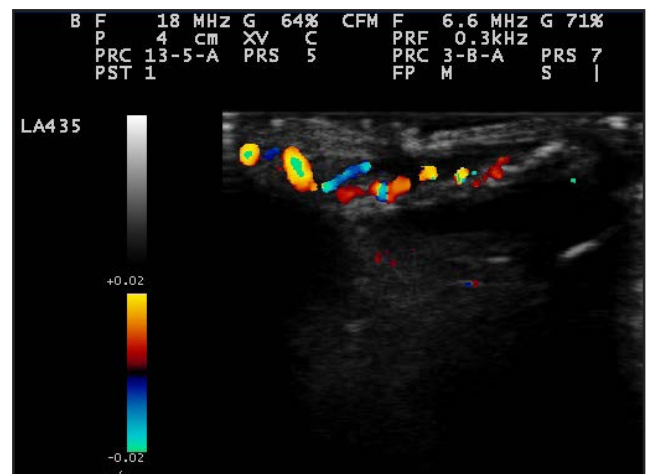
Ecografía de la uña psoriásica. Se observa un aumento de vascularización en el lecho y en la matriz ungueal. Esaote MyLab 25, sonda lineal 18 MHz, modo doppler color.
